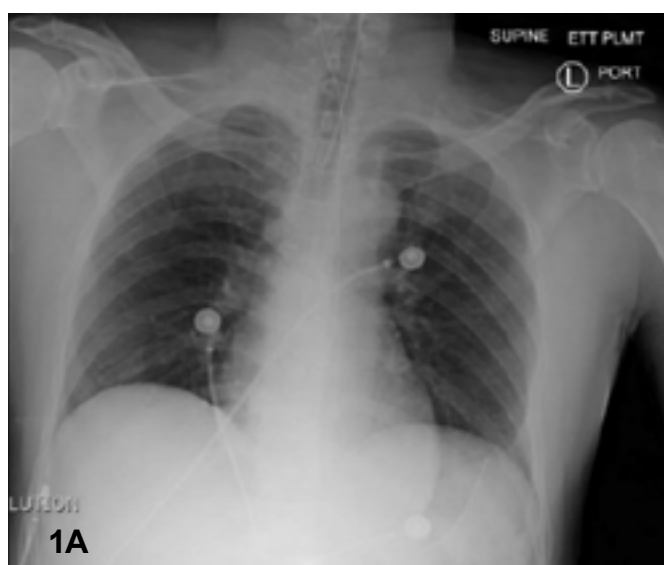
(1A) Radiografia de tórax sem alteração; (1B) Radiografia de tórax com infiltrado pulmonar após 48 horas de intubação (Fonte: Researchgate.net)
